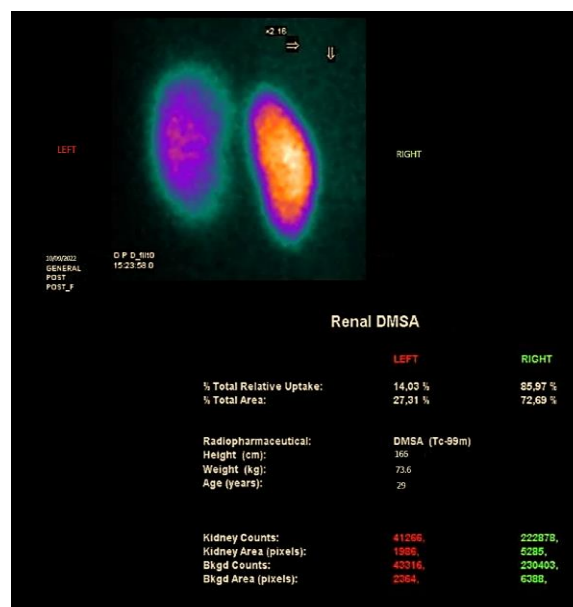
IMAGEN D. SPECT renal con DMSA: Franca disminución de la captación cortical del radiofármaco del riñón izquierdo respecto del derecho, sugiere extensas áreas de fibrosis cortical, sobre todo a nivel del polo superior del mismo. Paciente con historial de trauma renal grado III.
